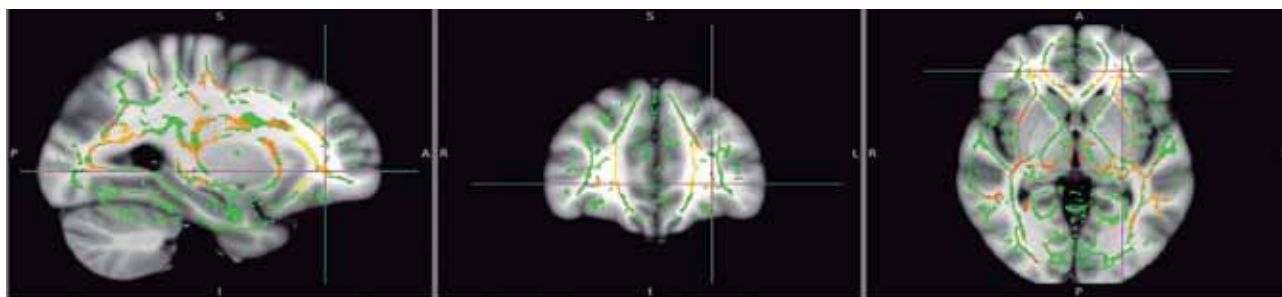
El fascículo uncinado, que forma parte de un amplio sistema de interconexiones entre las regiones ventrales del lóbulo frontal y las regiones ventrales del lóbulo temporal, conocido en forma genérica como vías amigdalofugales ventrales, forma parte del sistema límbico basolateral o circuito de Yakovlev. Este fascículo interconecta las porciones laterales de la corteza orbitofrontal con la amígdala, y es uno de los fascículos que se encuentran alterados de manera consistente en estudios de resonancia magnética, mediante la técnica de tensor de difusión. En la imagen se muestra un corte sagital, un corte coronal y un corte axial de la porción frontal del fascículo uncinado del hemisferio izquierdo, mediante imágenes de resonancia magnética a través de tensor de difusión. Esta técnica permite evaluar la integridad de la sustancia blanca.
